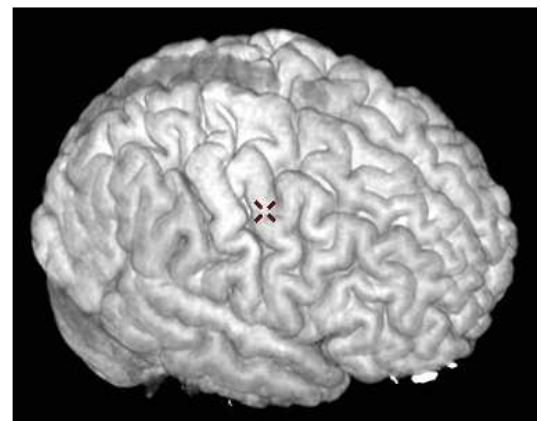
face latérale hémisphère droit -IRM 3D (acquisition T1 - IR FSPGR)
